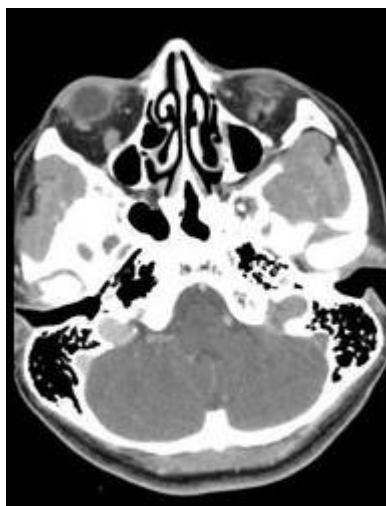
Imagem TAC da cabeça.
